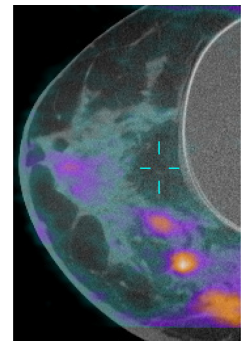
Imagen mamaria generada con PET/TC mamaria dedicada. Naranja y púrpura representan áreas de mayor actividad metabólica que indican la presencia de un tumor. Fuente: John Boone, Ph.D., UC Davis.
